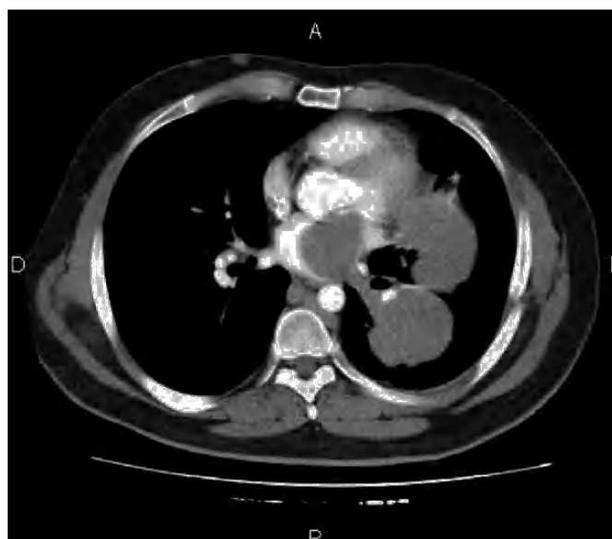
Corte de tomografía axial computarizada que evidencia la tumoración dentro de la cavidad auricular por crecimiento intracavitario desde las venas pulmonares izquierdas.
